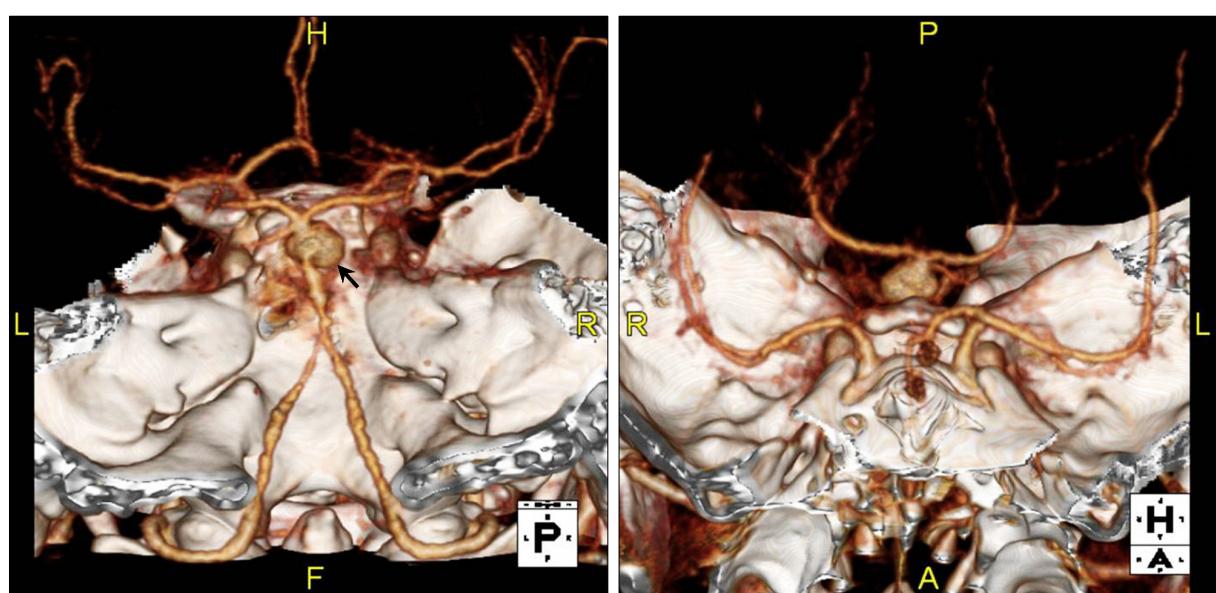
Brain CT shows aneurysm of the Basilar Artery with irregular arterial surface (arrow).
